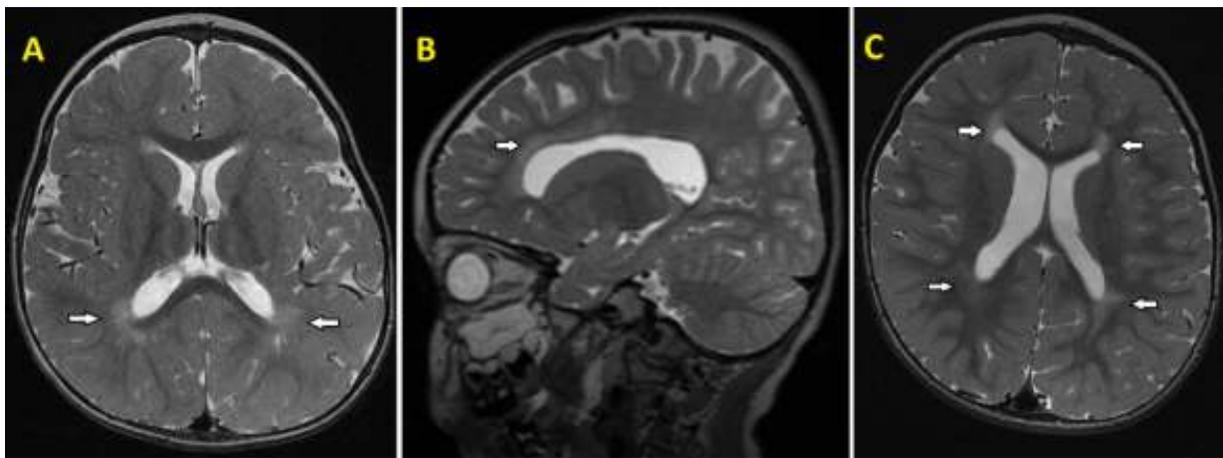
Anormalidades en el estudio de IRM. En la imagen A, perteneciente al paciente cuatro, se muestra la hiperintensidad de la sustancia blanca occipital en ambos hemisferios. En la imagen B, del paciente diecinueve, se muestra la hiperintensidad de la sustancia blanca frontal izquierda. En la imagen C, paciente veinte, se muestra la hiperintensidad en regiones frontales y occipitales de ambos hemisferios, además del aumento ventricular asimétrico.
